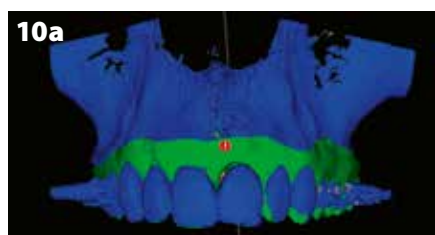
Se creó una guía de perforación piloto basada en las renderizaciones 3D de la tomografía computarizada de haz cónico.
